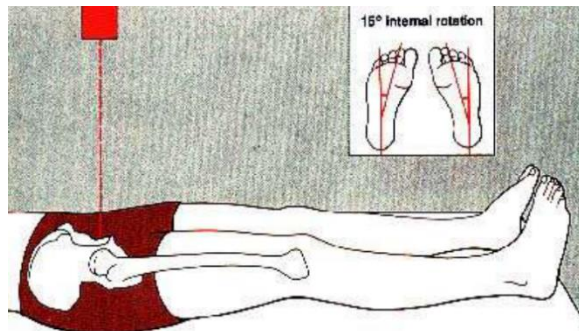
Radiografía anteroposterior de cadera. Fuente:
